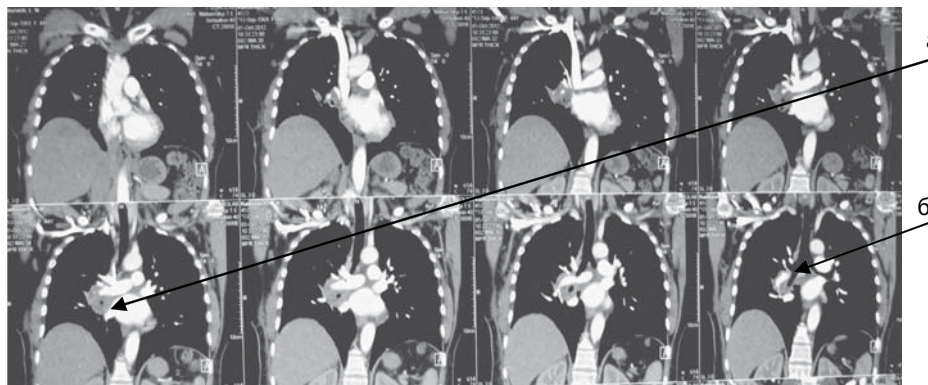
Комп'ютерна томографія органів грудної порожнини, фронтальні зрізи. *а* — інтимне прилягання пухлини до нижньої легеневої вени; *б* — муфтоподібне охоплення пухлиною проміжного та середньочасткового бронхів.
